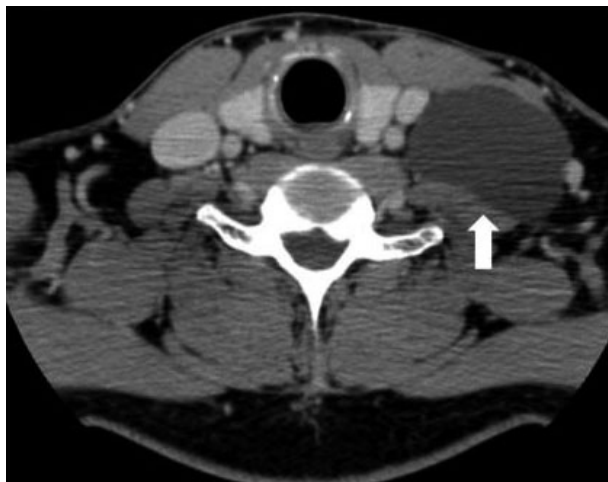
Axial neck CT scan showing a well-defined homogeneous, non-enhancing cystic mass (white arrow) in the left supraclavicular region.
